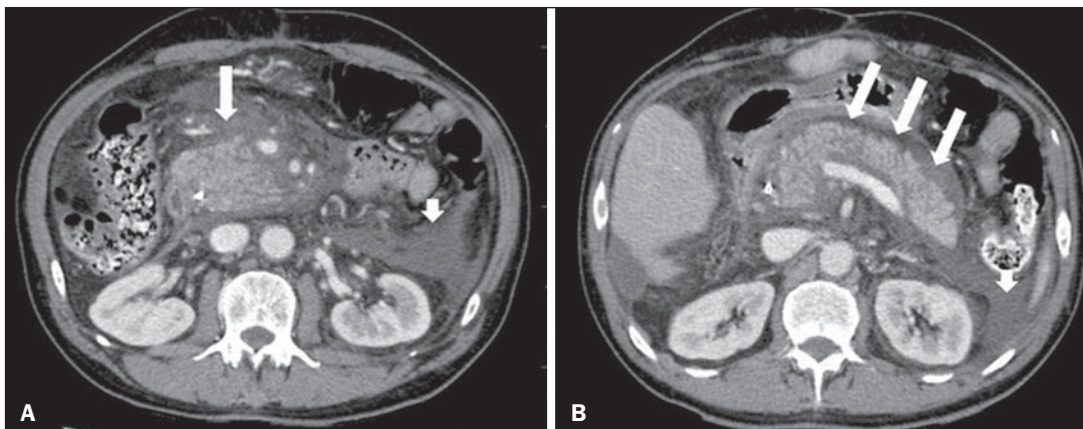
Pancreatite aguda edematosa. A,B: Imagens axiais de TC pós-contraste fase venosa mostram aumento pancreático difuso, densificação dos planos adiposos peripancreáticos (setas longas) e acúmulos líquidos agudos no espaço pararenal anterior esquerdo e na goteira paracólica esquerda (setas curtas), sem áreas de necrose parenquimatosa.
